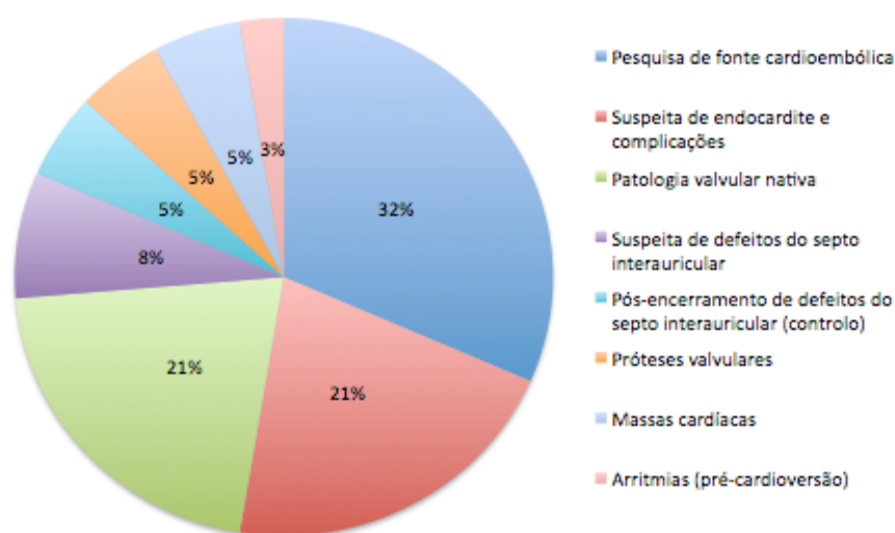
Indicações para ecocardiograma transesofágico.
